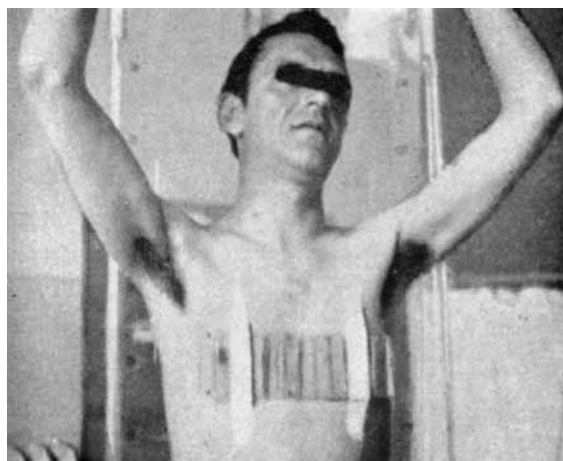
a - Esempio di utilizzazione della S.A.T. 1947 nell'impostazione dei piani di trattamento telecobaltoterapici. Il paziente, in posizione assisa per la ripresa tomografica, porta sul torace una scala di astucciole di piombo per il ridimensionamento fotografico del tomogramma trasverso secondo la tecnica ideata da Vallebona (rif. 13 c)
